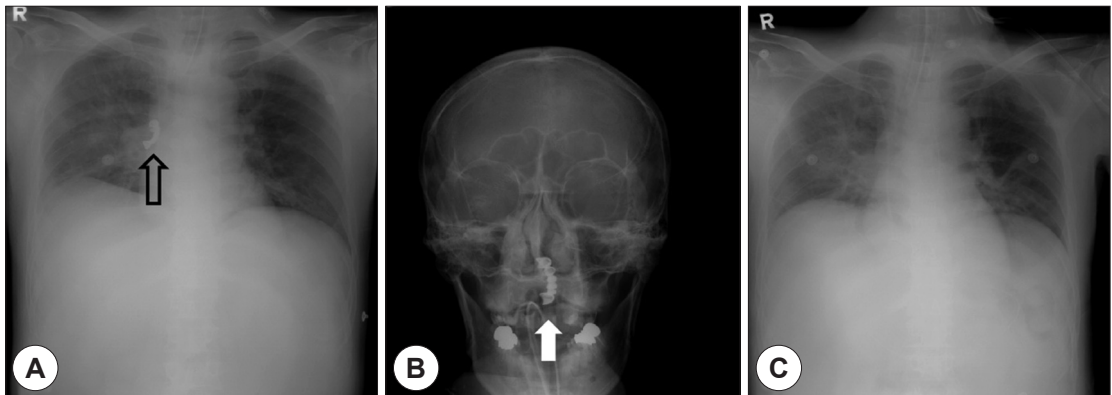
Plain chest X-ray shows foreign body in right bronchus (black arrow) (A) and the lost foreign body was impacted in the level of nasopharynx (white arrow) (B). After removal of the foreign body, any denture was invisible on follow up X-ray image (C).
